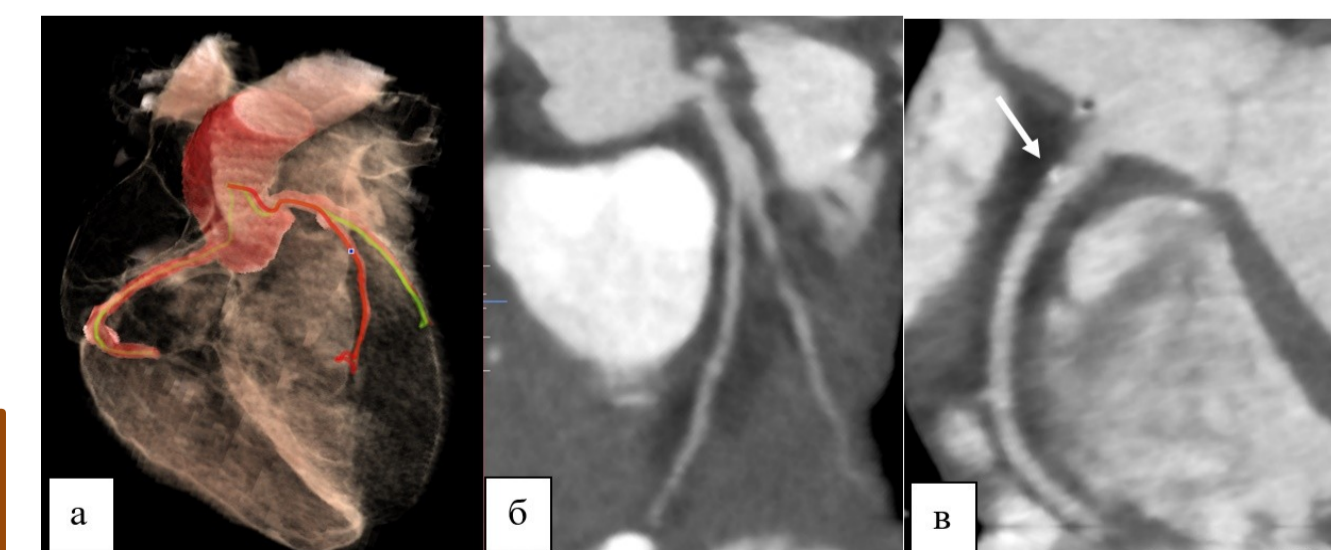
Мультипланарные криволинейные реконструкции левой и правой коронарных артерий. КТ признаки атеросклеротического поражения коронарных артерий атероматозной стадий.
